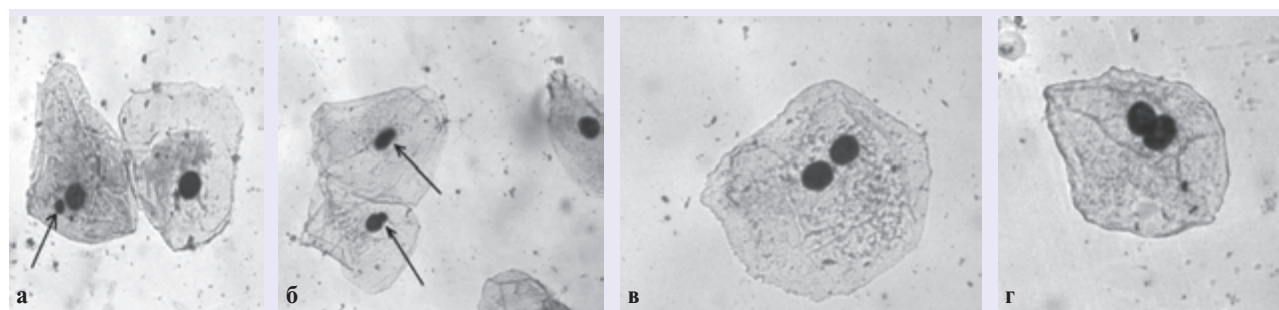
Признаки потенциальной канцерогенной активности у детей 2-го поколения из регионов радиоактивного загрязнения: а — микроядро; б — протрузии, двуядерные клетки; в — изолированные, г — сдвоенные. (Собственные данные.)
